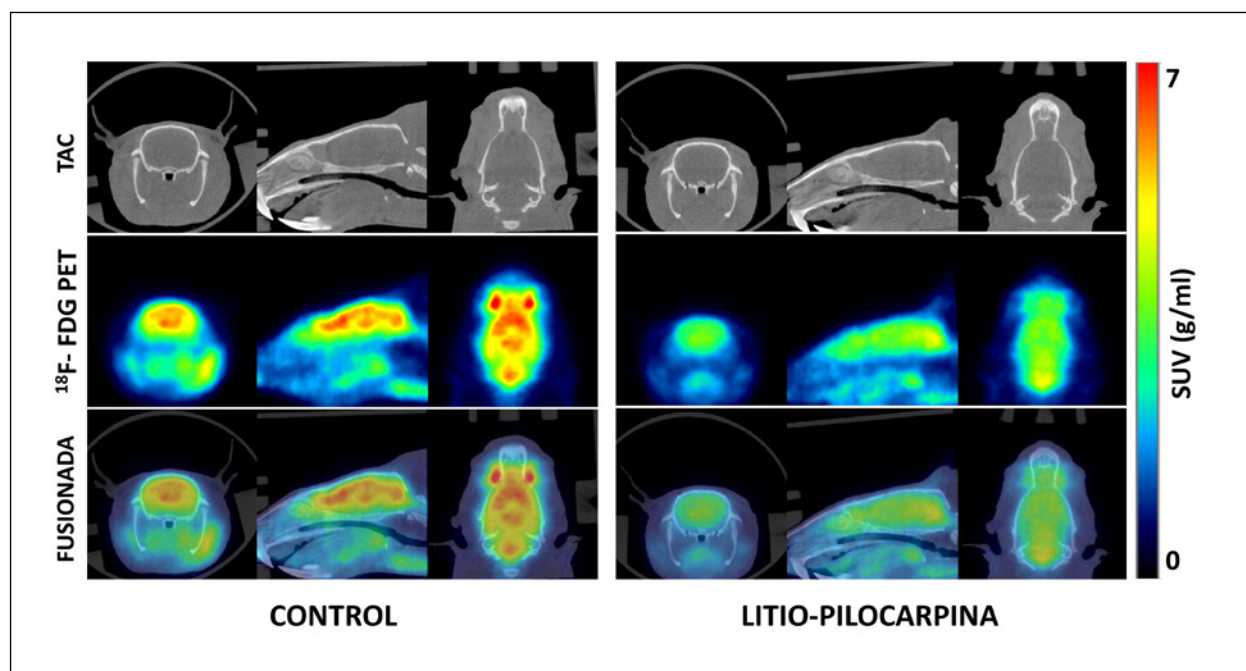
Imágenes PET-TAC a nivel cerebral, representativas de una rata control (izquierda) y de una rata 4 días después de haber sido sometida al modelo de SE inducido por la administración de litio-pilocarpina (derecha). Se muestran cortes a nivel coronal, sagital y transversal de la imagen TAC (fila superior), de la imagen PET obtenida por administración de ^{18}F -FDG y de ambas imágenes fusionadas (fila inferior). Se observa la reducción de la captación del radio-trazador PET en la rata inyectada con pilocarpina, demostrándose el hipometabolismo cerebral que aparece ya desde las primeras fases del periodo silente de la epileptogénesis.
